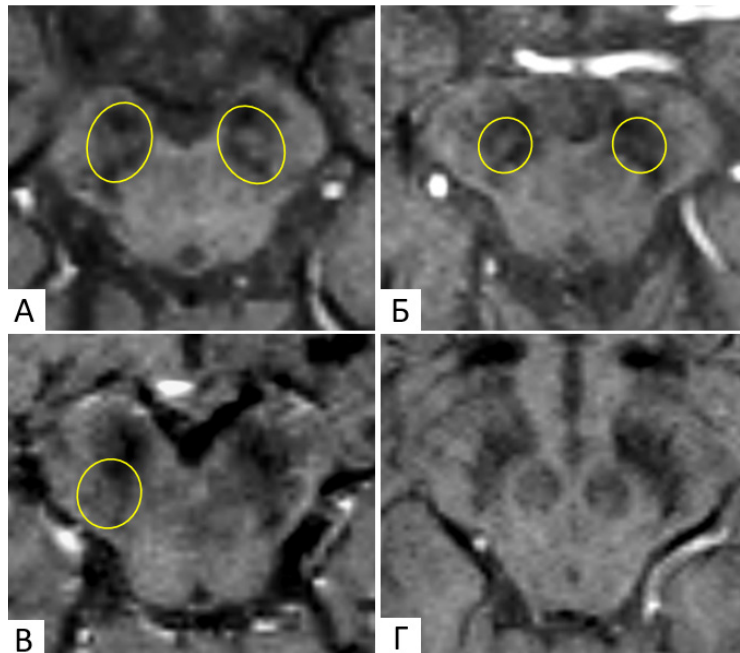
МРТ, режим SWI, аксиальная плоскость, срезы проходят через ножки мозга. Черная субстанция имеет пониженную интенсивность МР-сигнала в режиме SWI, тогда как нигросомы-1 (обведены желтыми линиями) имеют слабо повышенную интенсивность МР-сигнала. Представлены различные паттерны визуализации нигросомы-1 у пациентов с БП (А — 0 баллов, Б — 1 балл (уменьшение объема нигросомы-1 слева), В — 2 балла, Г — 3 балла)
